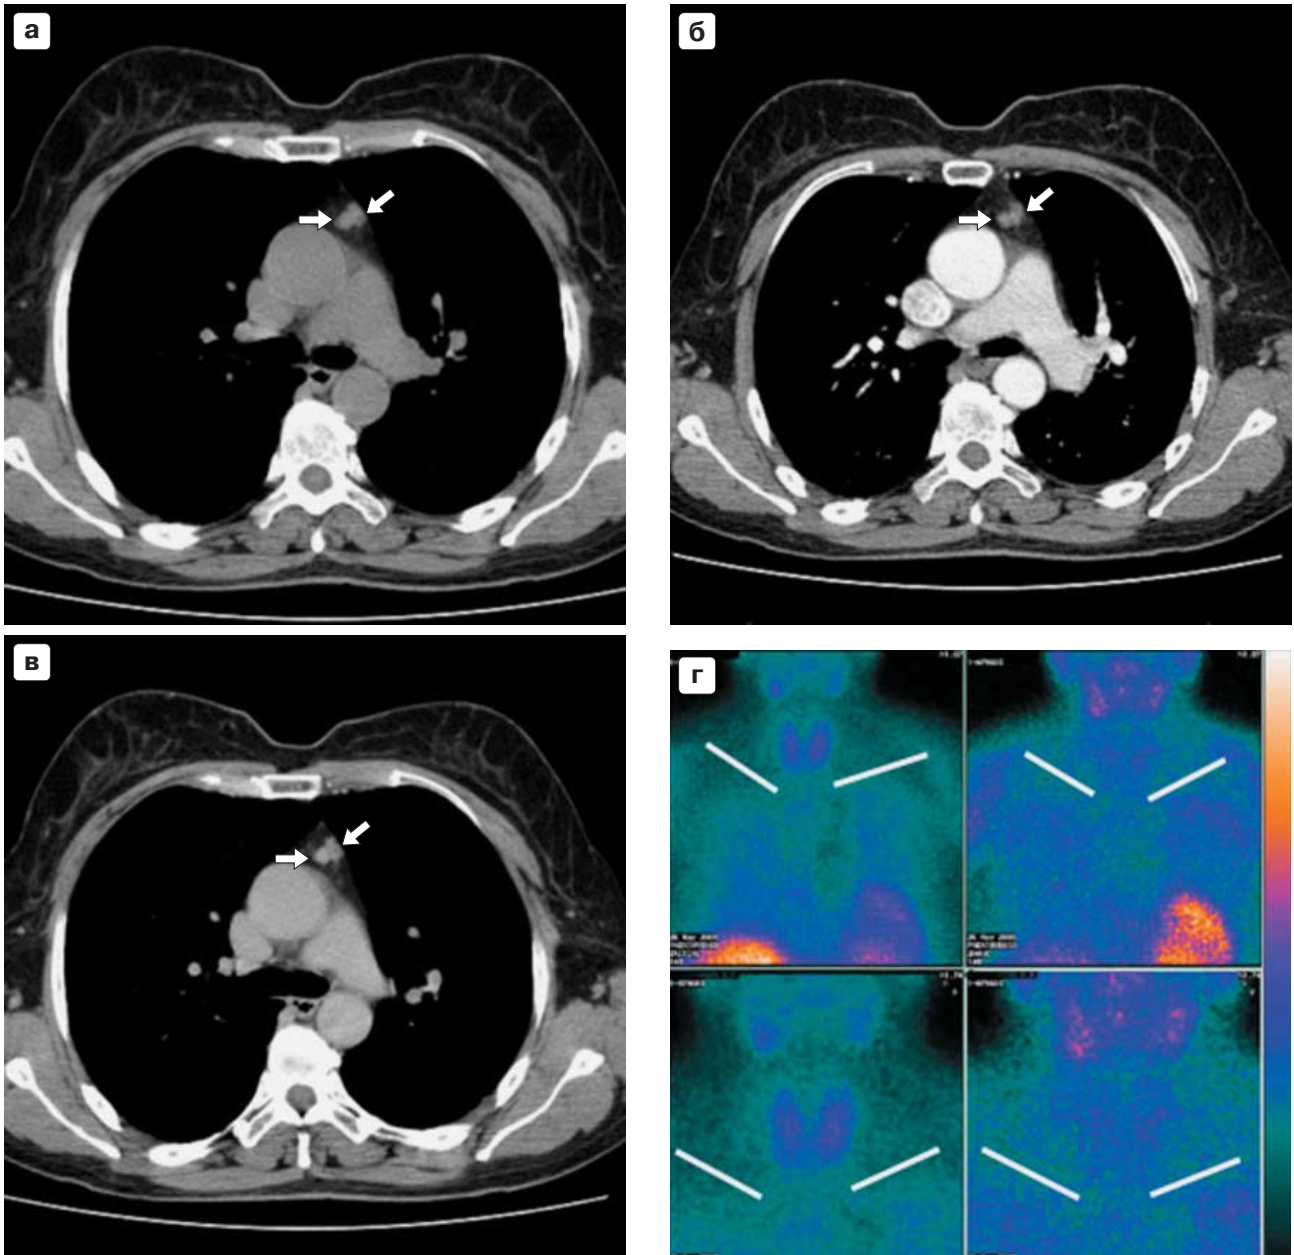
Больная В., 57 лет. Комплексное лучевое обследование при опухоли ВЖ. Мультиспиральная КТ (а–в) переднего средостения – определяется опухоль (стрелки) размером 1,3 x 1,0 x 1,0 см в форме восьмерки: а – нативное исследование; б – артериальная фаза; в – паренхиматозная фаза; г – сцинтиграфия средостения с ^{99m}Tc -МИБИ через 15 мин и 2 ч – очага гиперфиксации радиофармацевтического препарата в проекции ВЖ не выявлено. (Ключицы обозначены белыми линиями.).
